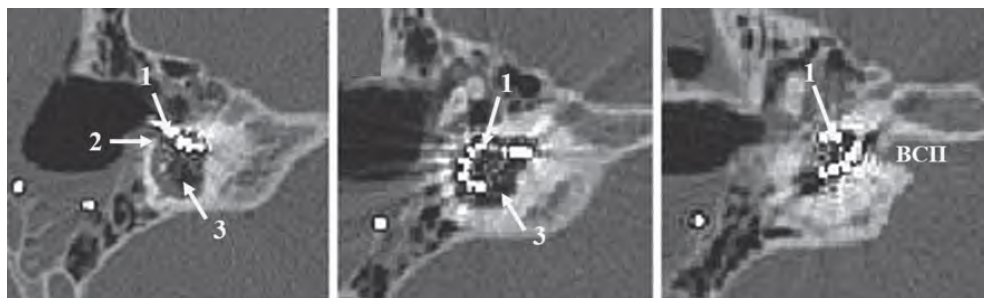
КТ височных костей после оперативного лечения: 1 – электродная решетка; 2 –выступ латерального полукружного канала; 3 – общая полость улитки
